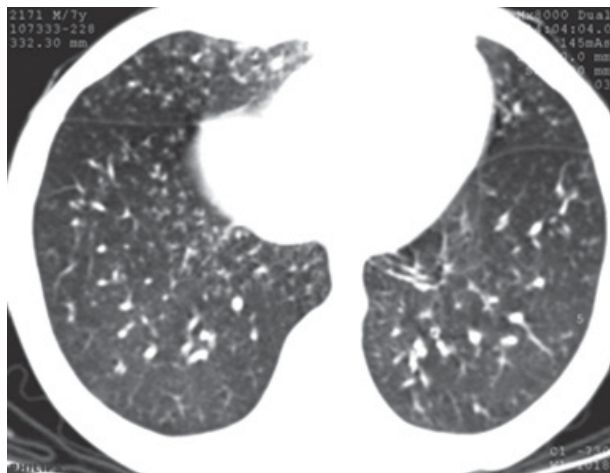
КТ-изображение органов грудной клетки больной.
